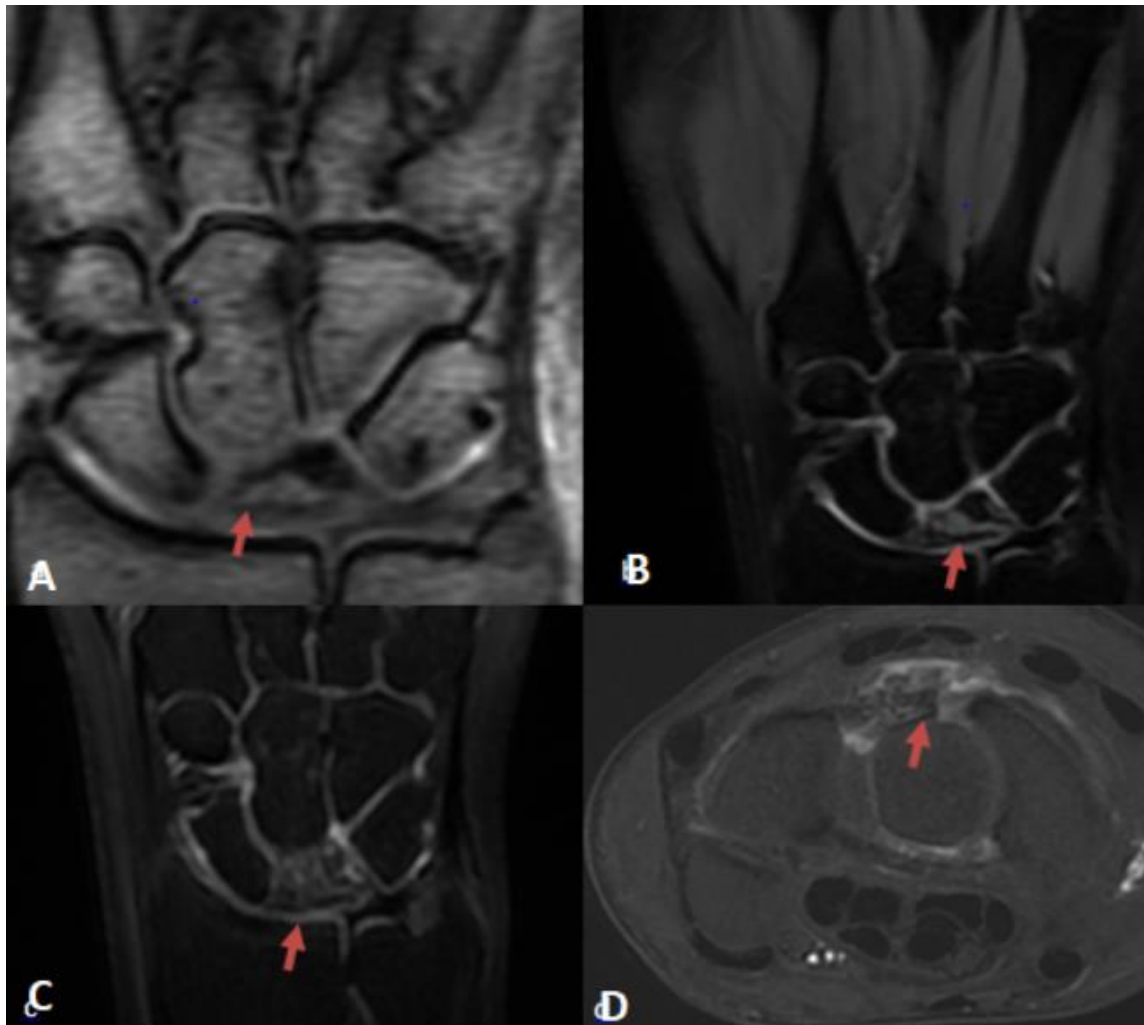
IRM de la main gauche séquence coronale pondérée(84)
